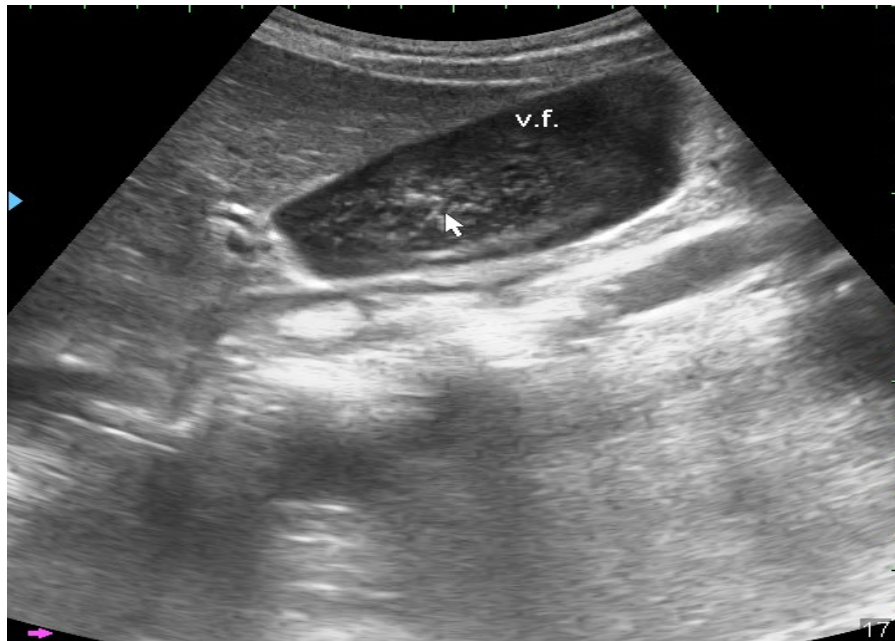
УЗИ. Эхосимптом «гепатизации» ЖП.
